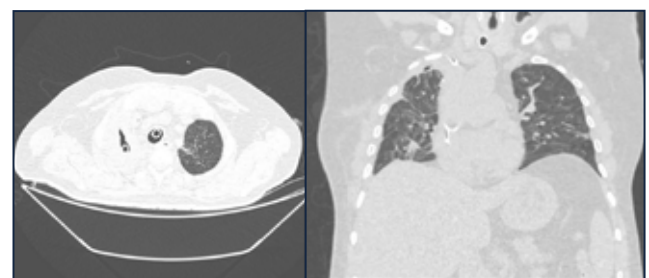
Chest computed tomography in axial and coronal view in post op 7.
